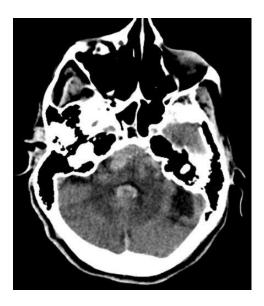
TC de cráneo simple: donde se observa imagen hiperdensa de la cisterna peribulbar magna y en 4to ventrículo.
